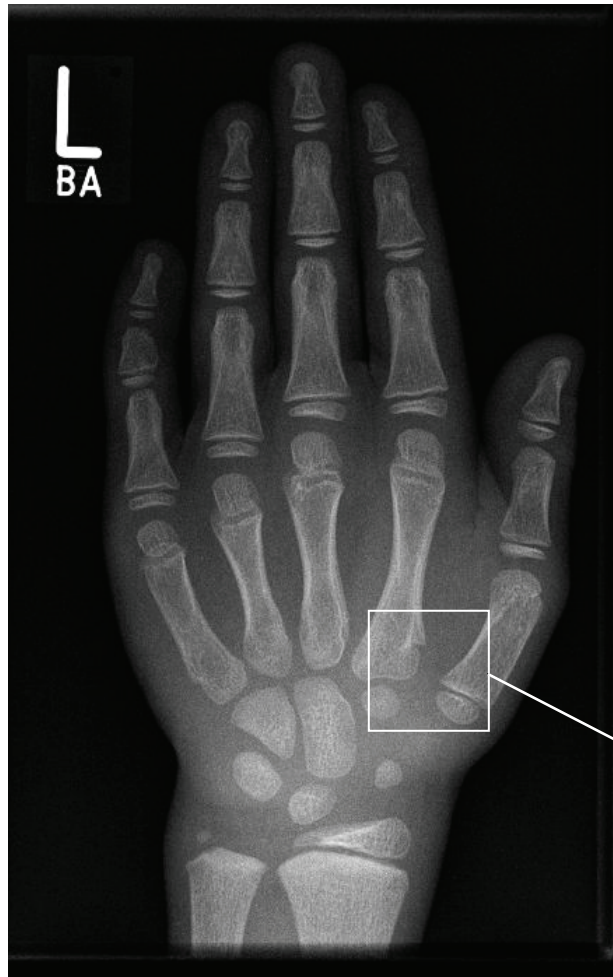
Handröntgenbild mit Fokussierung auf eine Pseudoepiphyse am proximalen Ende von Metakarpalknochen II.
